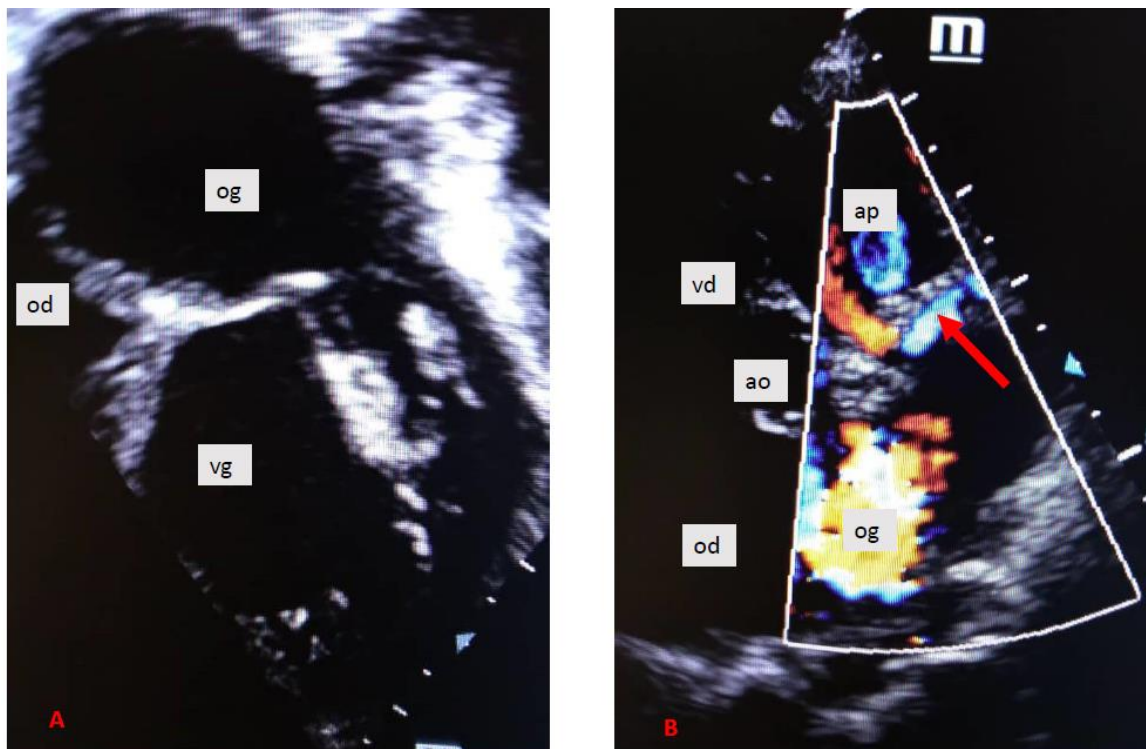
Echocardiographie Döppler, incidence apicale, mode bidimensionnel (A), incidence court axe, mode couleur (B). og (oreillette gauche); vg (ventricule gauche); od (oreillette droite); vd (ventricule droite); ao (aorte); ap (artère pulmonaire). Présence d'un flux bleu coronaire gauche vers l'ap en diastole témoignant d'une ALCAPA (flèche rouge).
